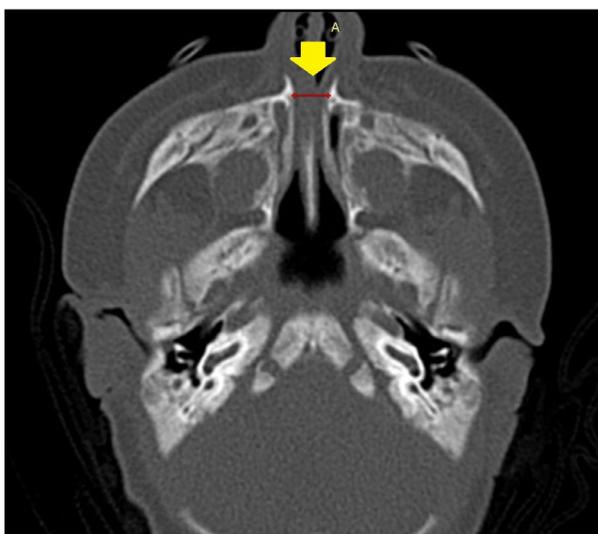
Corte axial de tomografía computarizada sin contraste que muestra la estenosis (línea roja de 6.5 mm de ancho) de la apertura piriforme (flecha amarilla).
